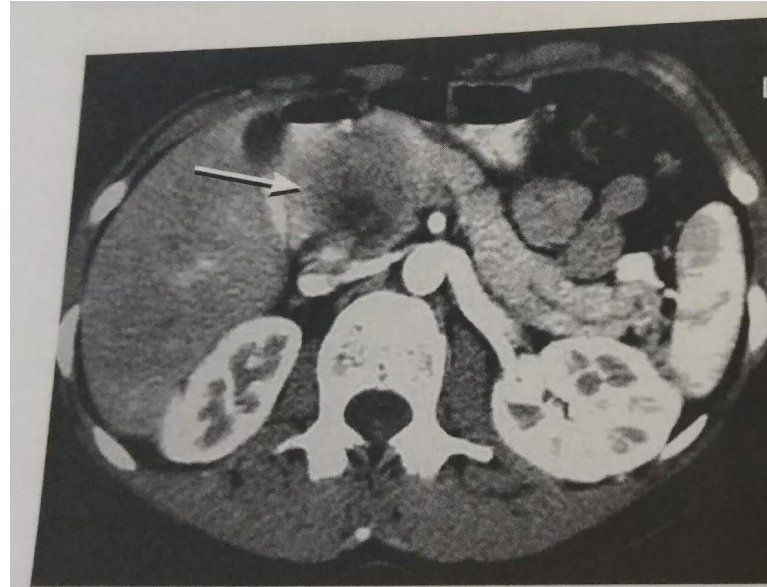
КТ с болюсным контрастированием при опухоли головки поджелудочной железы (указана стрелкой)
